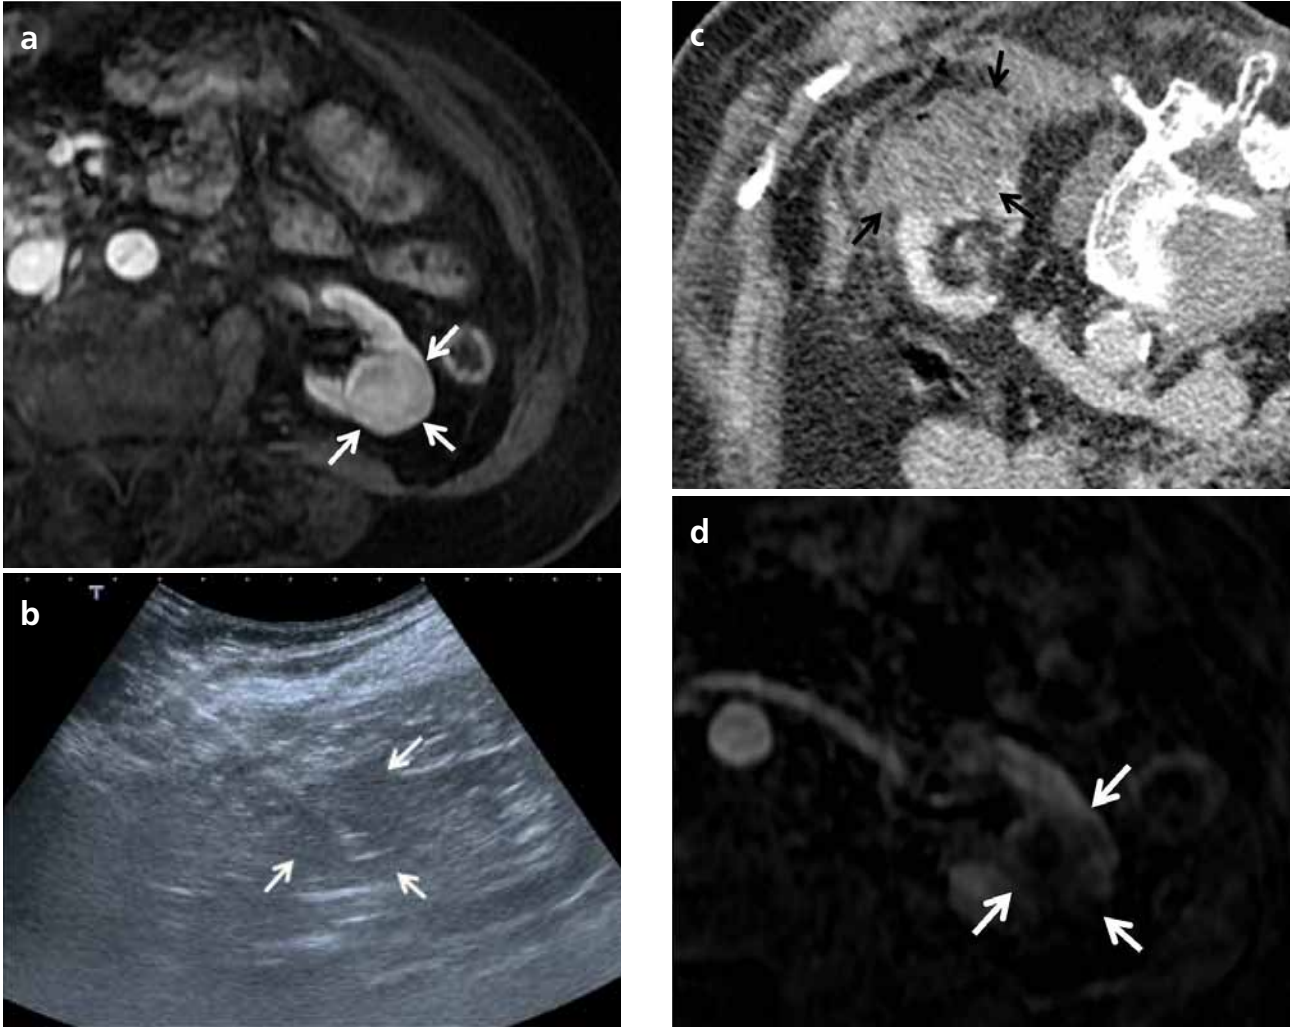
(a-c): 65 yaşında sol böbreğinde RCC saptanan hastanın T1 ağırlıklı kontrastlı MR incelemesinde (a) kitlenin (oklar) kontrastlandığı izleniyor, BT eşliğinde yapılan kriyoablasyonda buztopunun kitneyi kaplayarak komşu alana kadar uzandığı izleniyor (oklar). 6 ay sonra alınan kontrol MR incelemede rezidü ya da nüks lehine bulgu izlenmiyor.
